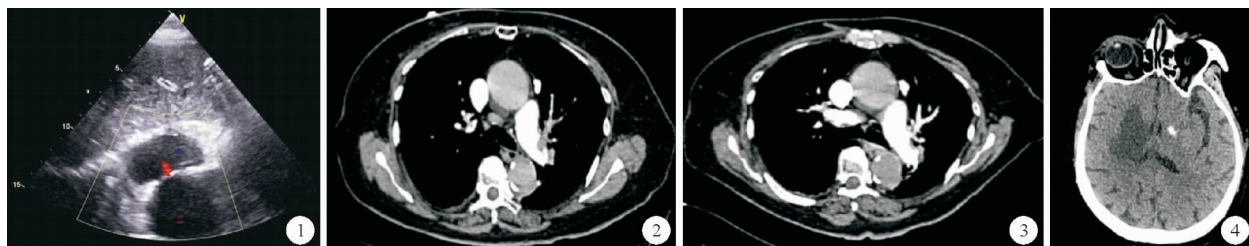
2020年9月29日患者心脏彩超结果:房间隔中部见左右斜行过隔血流信号 图2 2020年9月29日患者肺动脉CTA检查结果(治疗前) 图3 2020年9月30日患者肺动脉CTA检查结果(治疗后) 图4 2020年10月5日患者颅脑CT检查结果
